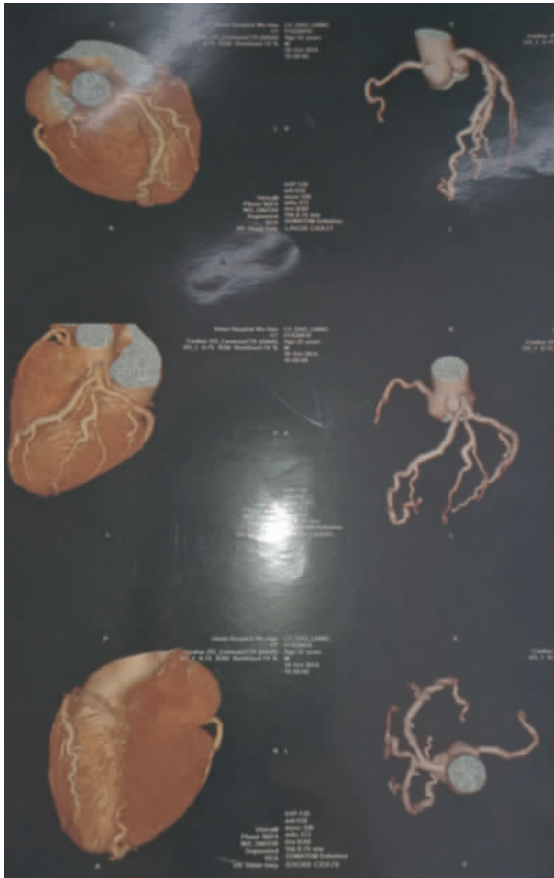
冠状动脉 CT 血管成像示三支冠状动脉及其主要分支均明显扩张,前降支呈串珠状改变,以远端明显
